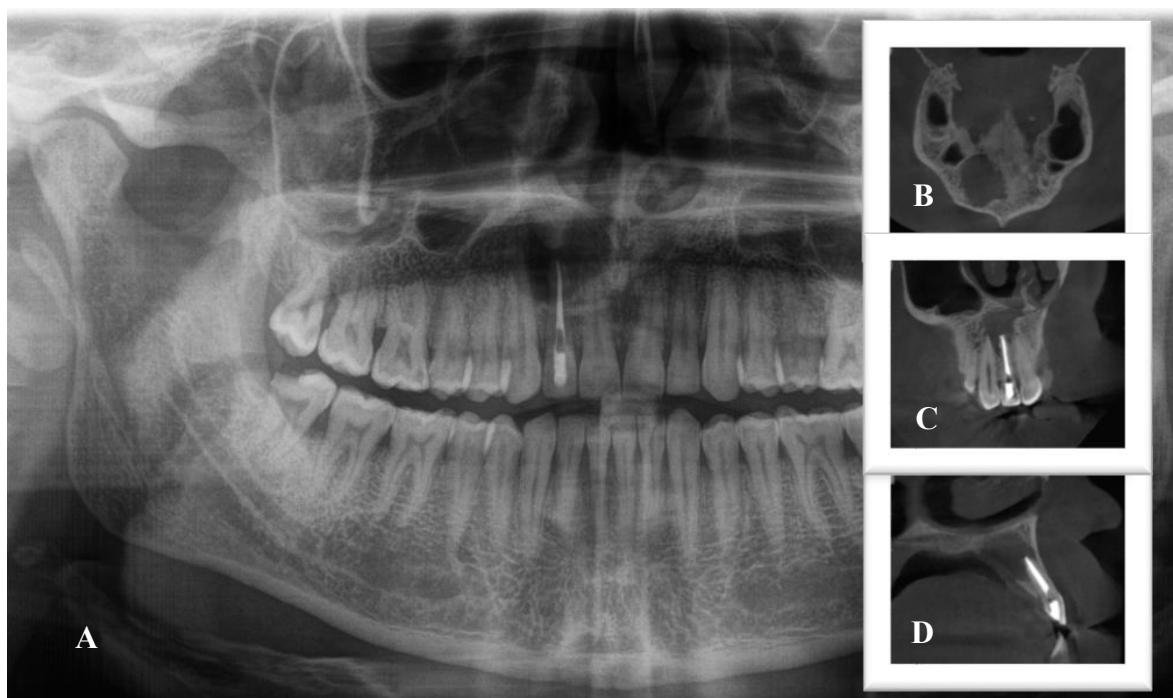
Aspect radiologic preoperator. A. OPG. B. CBCT secțiune axială. C. CBCT secțiune longitudinală. D. CBCT secțiune sagitală. (Cazuistica Omni Dent)
